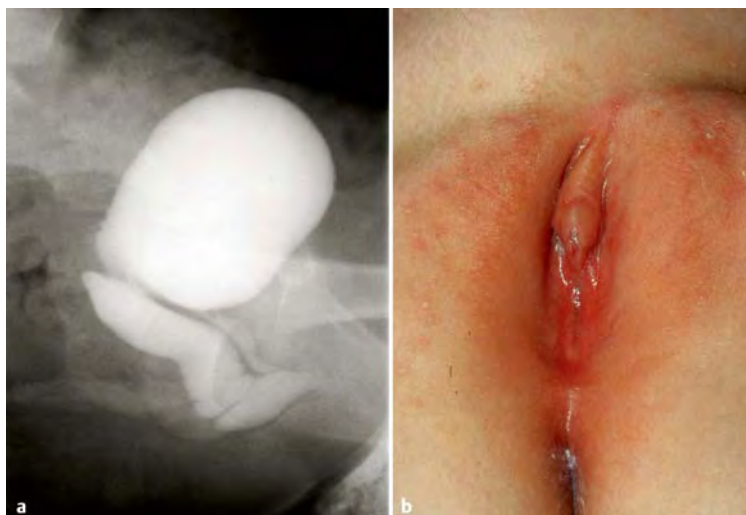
Vaginaler Influx bei Labiänsynechie. a Das wegen rezidivierender, fieberhafter Harnwegsinfektionen angefertigte Miktionszystourethrogramm zeigt während der Miktion die kontrastmittelgefüllte Urethra und den Kontrastmittelinflux aus dem Vestibulum vaginae in die Vagina (Seitaufnahme im Liegen nach Injektion des Röntgen-Kontrastmittels über eine suprapubische Blasenpunktion). b Die Synechie der kleinen Labien ist gut erkennbar.
